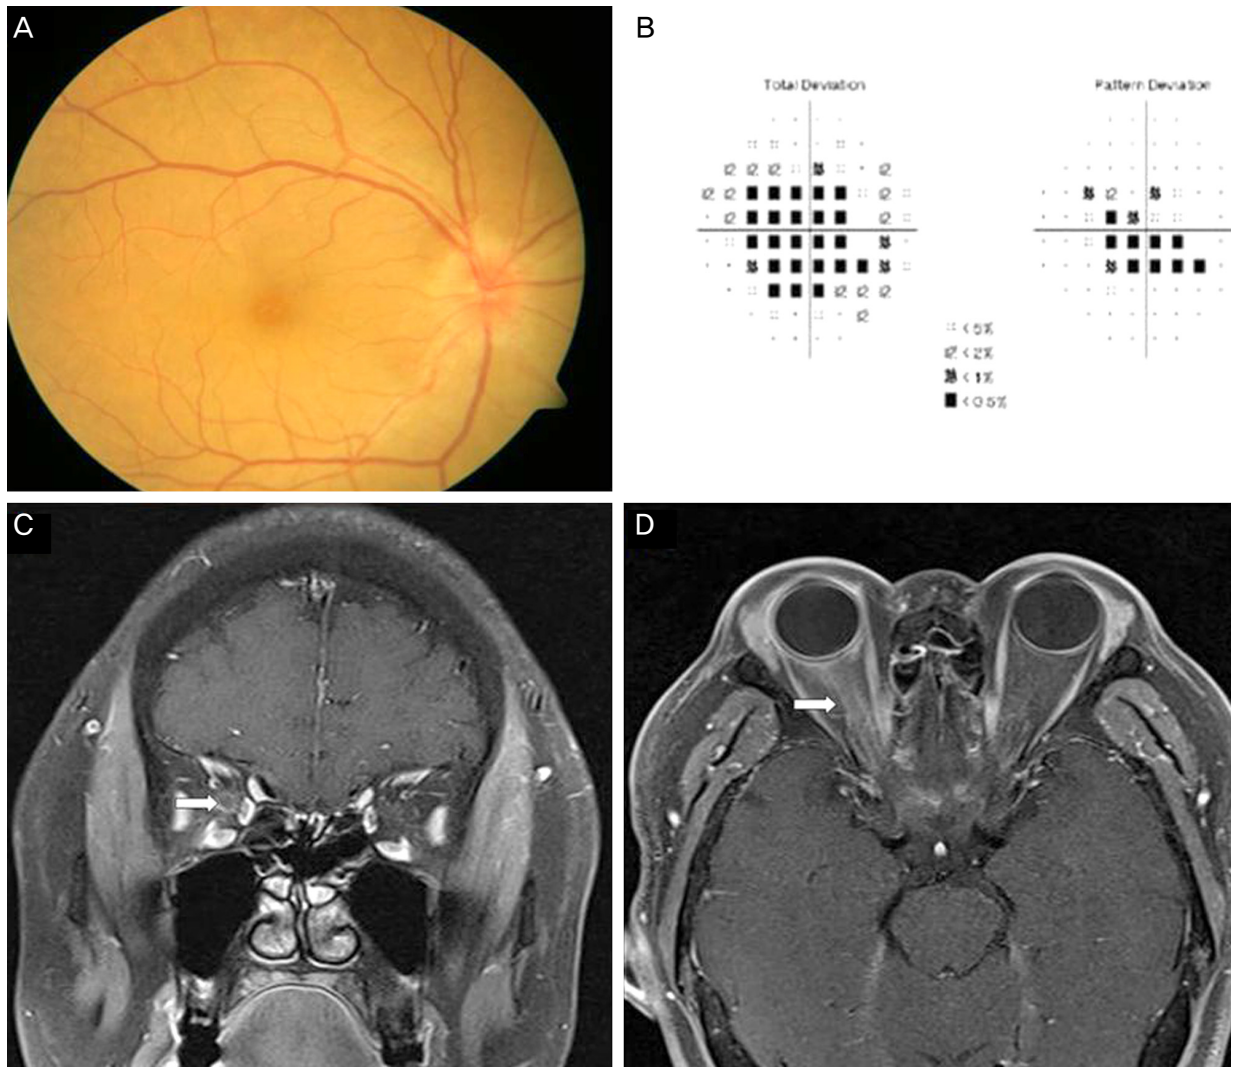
Right optic disc swelling was observed in the fundus photography (A). Right visual field was seen in Humphery visual field test (B). Fat suppression magnetic resonance imaging scan of the orbit with contrast enhancement in axial and coronal section showed that enhancement of the right optic nerve sheath and streakiness of the surrounding orbital fat (white arrow), and posterior sclera thickening in right eye (C, D).
